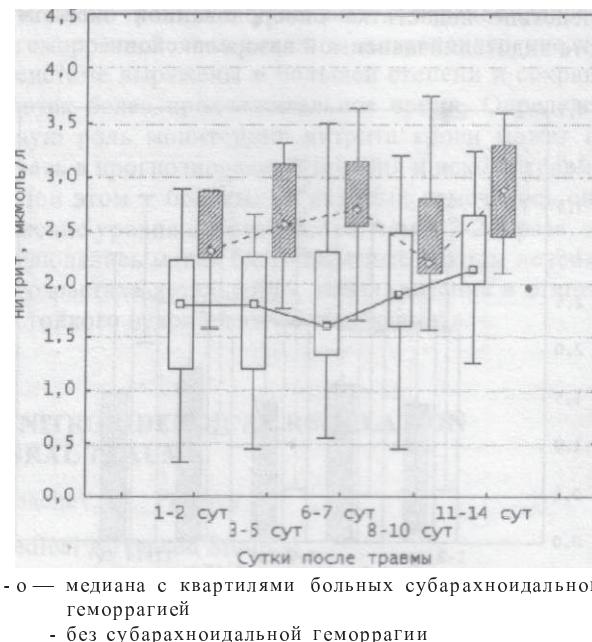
Уровень нитрита крови в зависимости от интенсивности субарахноидальной геморрагии (по данным компьютерной томографии) у больных с черепно-мозговой травмой
